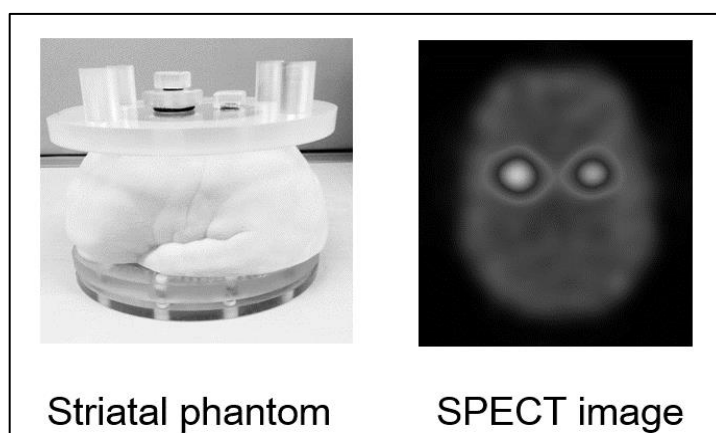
線条体ファントムと Ioflupane-SPECT 画像.
